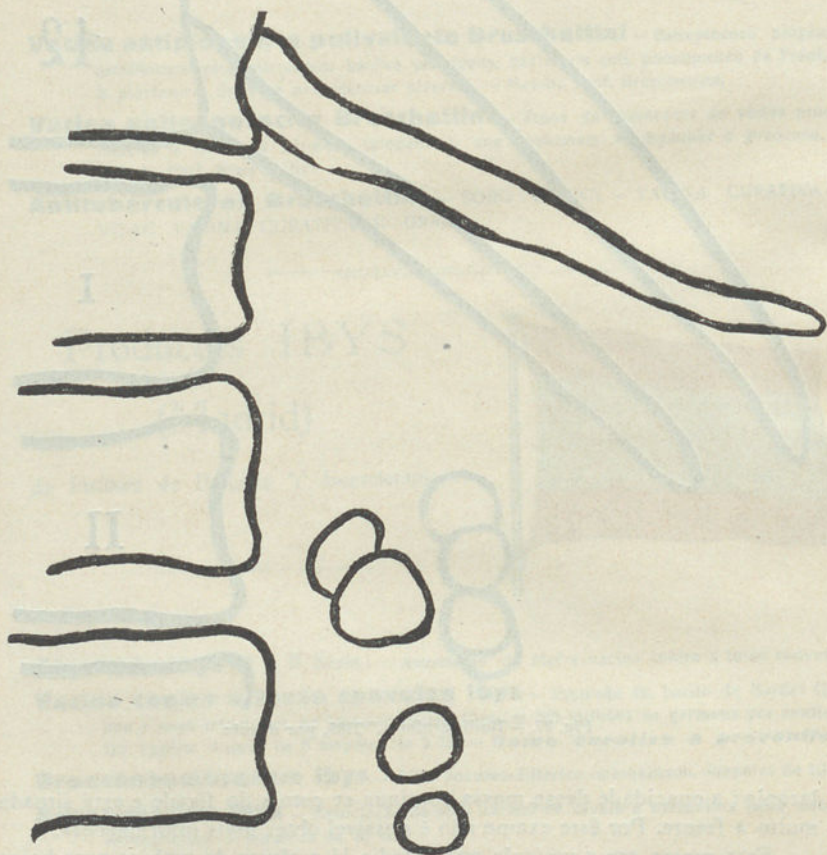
Radiografia n.º 2785, por detrás.
